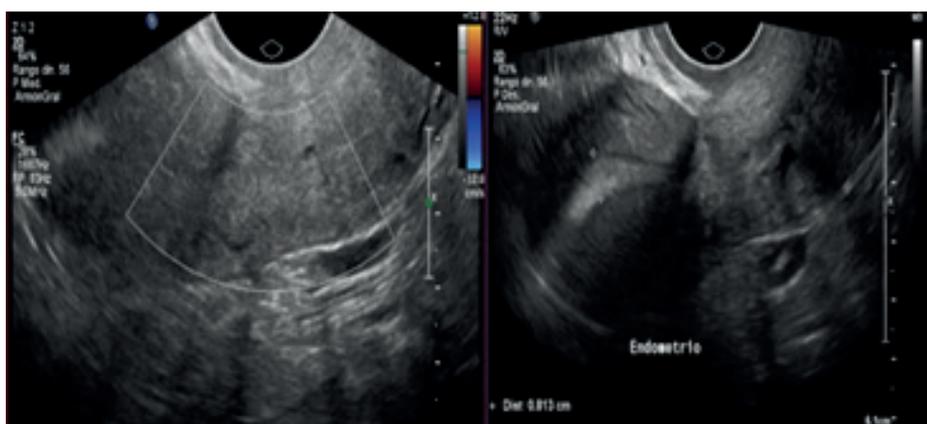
Ecografía normal.
